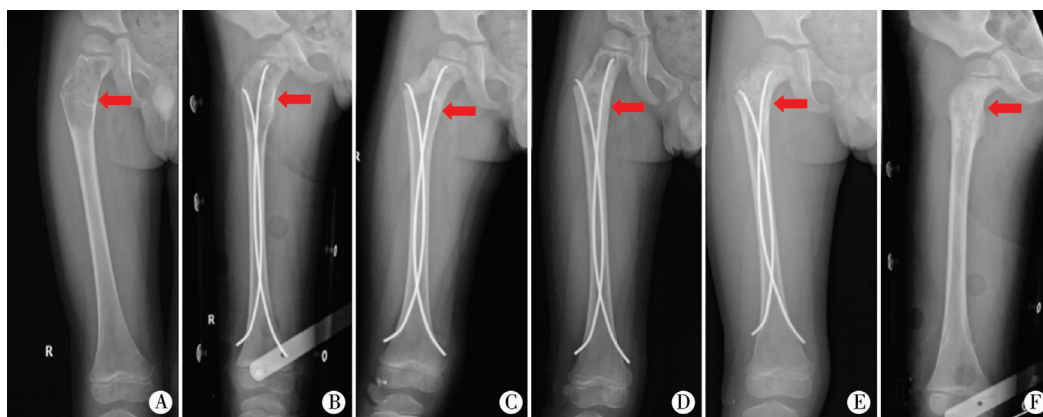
患儿,男,4岁10个月,右股骨近端骨囊肿X线片 A. 术前; B. 第1次注射,术后1 d; C. 术后3个月,第2次注射; D. 术后6个月,第3次注射; E. 术后8个月; F. 术后9个月,拔除钢针
